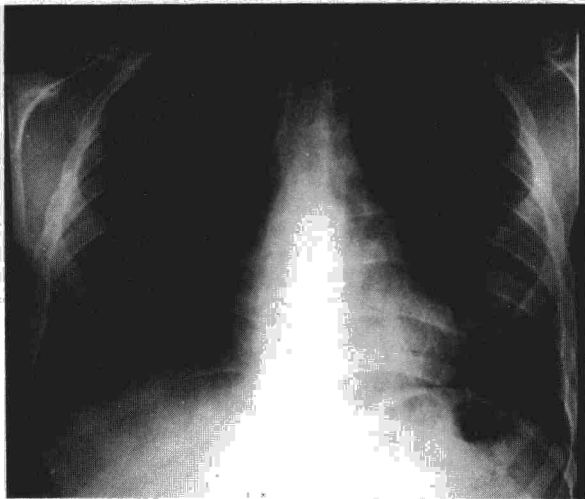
Radiografía PA de tórax demuestra una masa extrapleural; deformidad de la 4ª y 5ª costillas; lipoma extrapleural.
